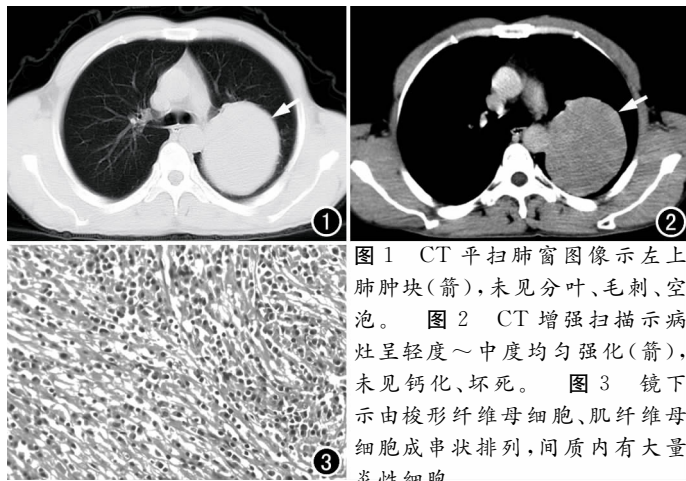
CT平扫肺窗图像示左上肺肿块(箭),未见分叶、毛刺、空泡。图2 CT增强扫描示病灶呈轻度~中度均匀强化(箭),未见钙化、坏死。图3 镜下示由梭形纤维母细胞、肌纤维母细胞成串状排列,间质内有大量炎性细胞。
